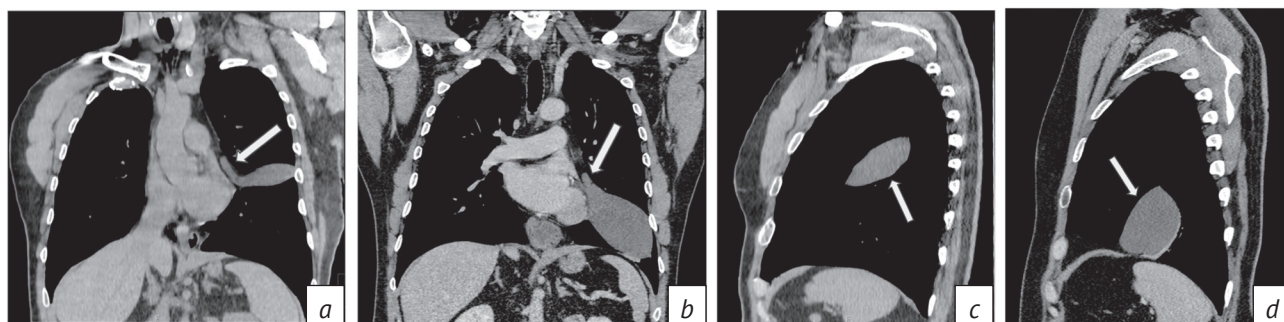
МСКТ органов грудной полости в мягкотканном окне, сравнение данных 2019 и 2024 гг.
